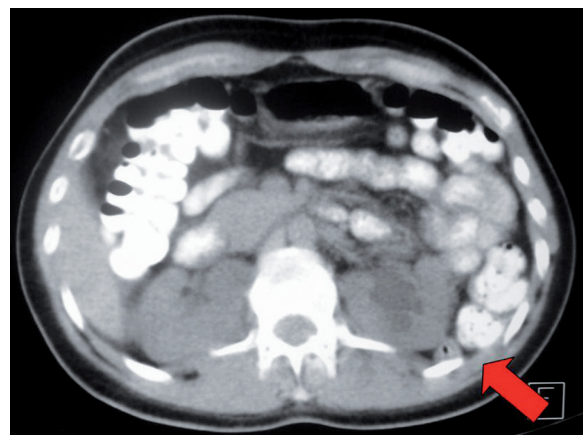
Imagen sagital de TAC. Muestra la posición retrorrenal del colon descendente.
